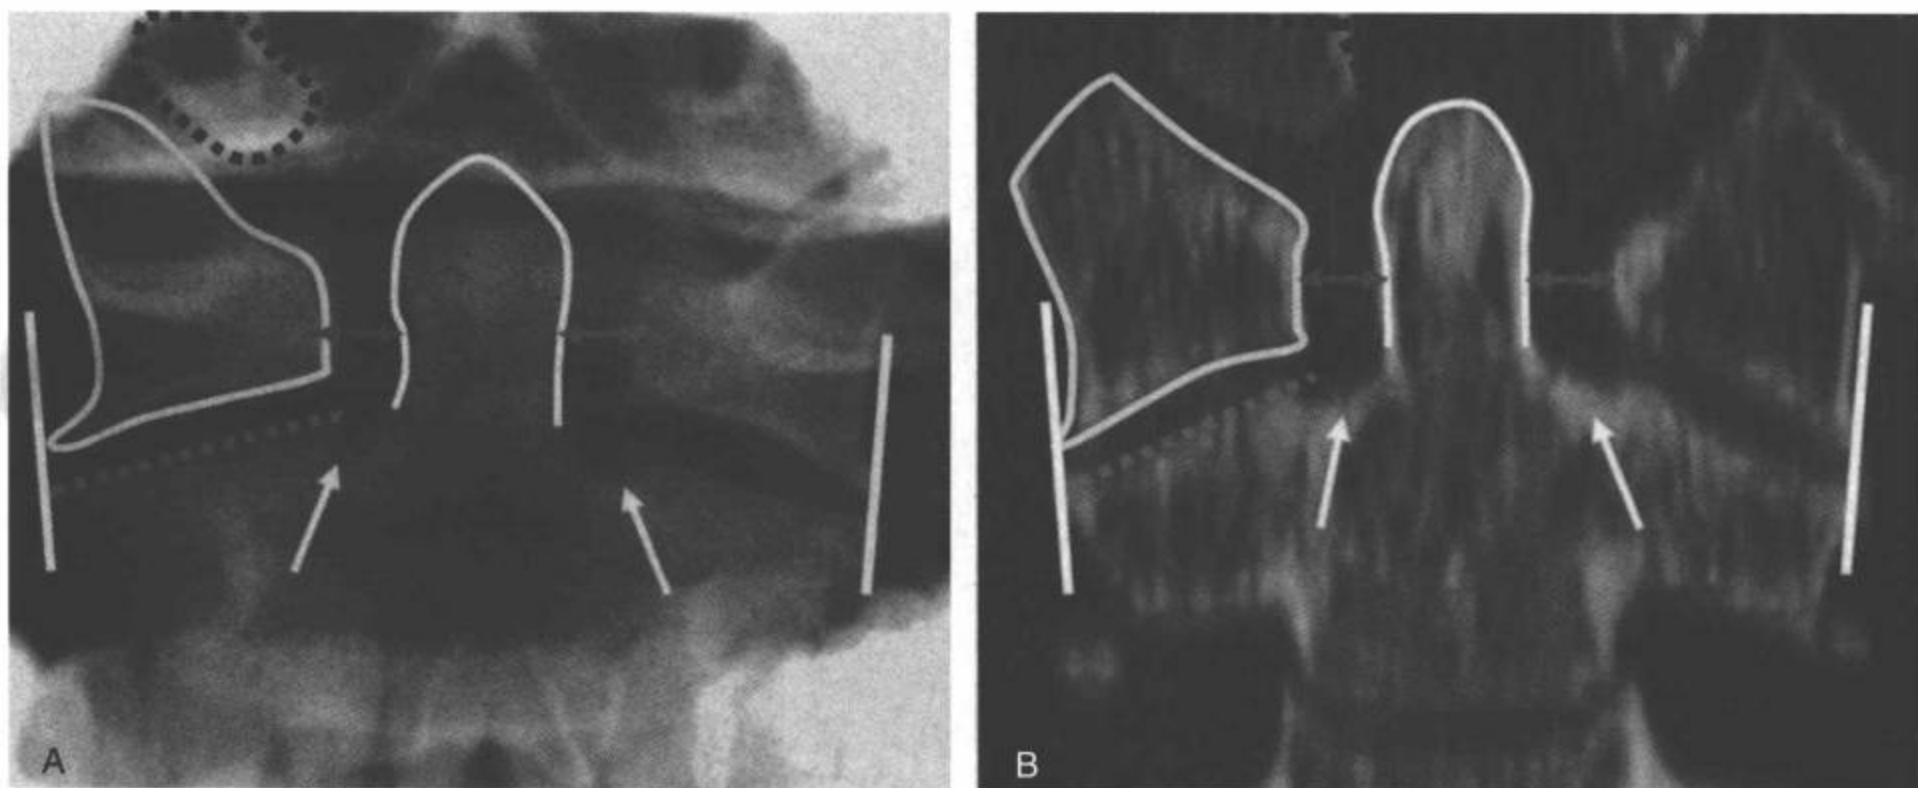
正中张口齿突平片(A)和CT多平面重组冠状面(B)图像上的正常寰齿关节。标志: C1右侧侧块(黄线); 齿突(白线); C2右侧上关节突(间断绿线); 寰齿侧间隙(A和B中红箭)。右侧枕骨髁(间断黑线)。正中位上, 齿突中心位于枢椎侧块之间, 寰齿侧间隙对称(A和B中红箭)。两侧寰齿关节的外缘对称, 基本上在同一垂直平面上, 加或减1mm(垂直白线)。注意正常齿突基底的切迹(白箭)。C1侧块与C2上关节突和枕骨髁关节相连接。〔见彩图5-15(A,B)〕
